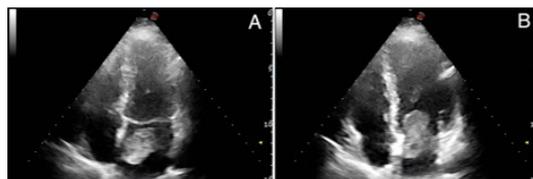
Эхокардиограмма пациентки М., 42 года с подвижной миксомой левого предсердия в систолу (А) и диастола (Б) левого желудочка. Миксома затрудняет наполнение левого желудочка и частично обтурирует левое атрио-вентрикулярное отверстие
